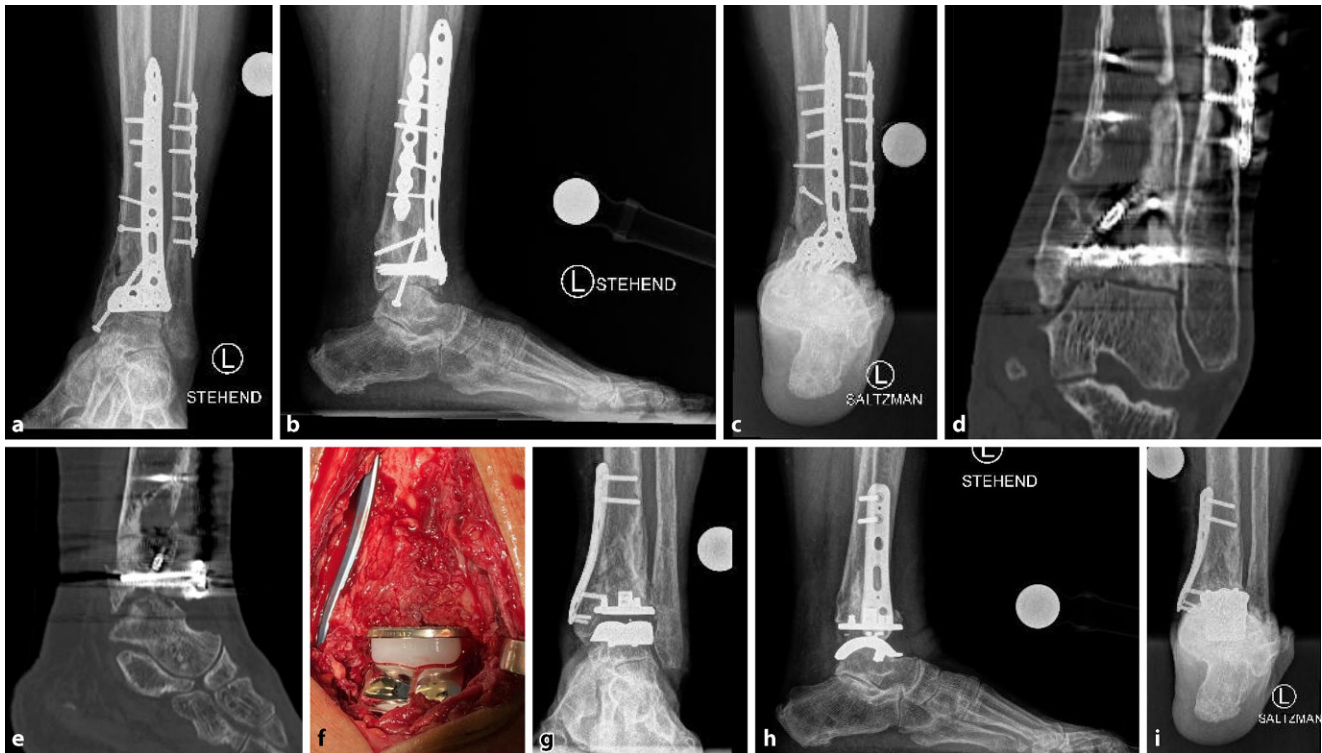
▲ Postprimäre frühelektive Totalprothese des oberen Sprunggelenks (OSG) nach schwerer OSG-Fraktur einer 78-jährigen Patientin. a–c Röntgenaufnahmen des linksseitigen OSG. d,e Computertomographische Aufnahmen des linksseitigen OSG. f Intraoperative Fotografie des implantierten OSG-TP-Systems (Vantage Total Ankle Arthroplasty Mobile; Fa. Exactech, USA) und der medialen Tibia-Platte (Fa. Medartis, Basel, Schweiz). g–i Postoperative Röntgenbilder 3 Monate nach der Implantation
